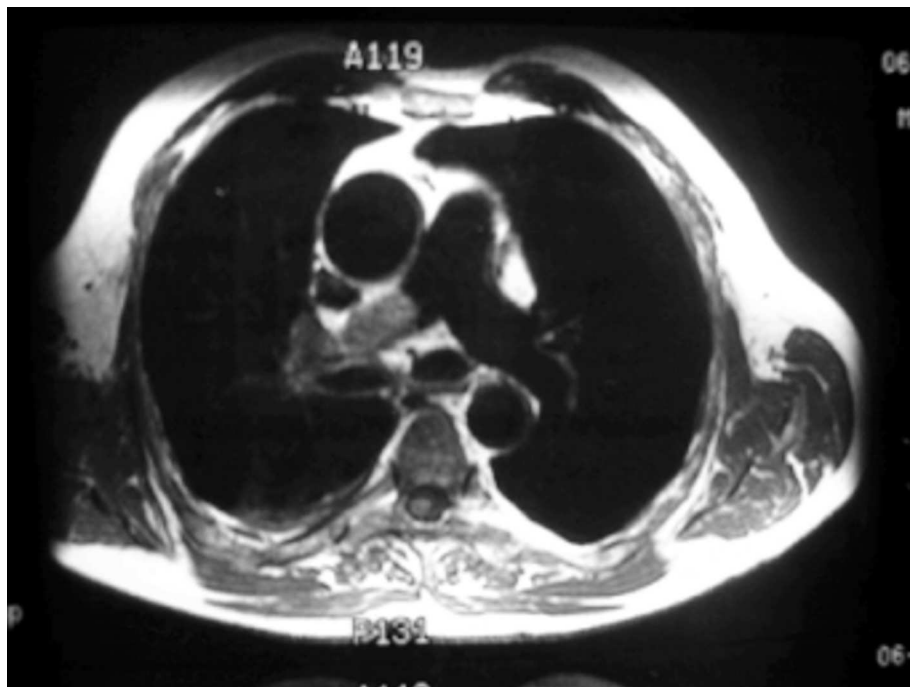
RMN Torácica* — Trombose da Artéria Pulmonar Dt.^a, com trombo de 3 cm de extensão com efeito de massa e ligeiro alargamento da artéria pulmonar e seu ramo inferior dt.^o. Não se diferencia lesão focal, ou massa suspeita de ser tumoral
